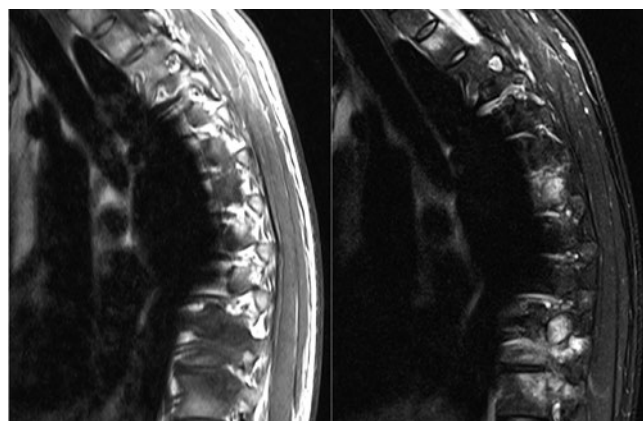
Активные задний неугловой спондилит, остейт дуг тел позвонков, воспаление дугоотросчатых суставов. МРТ грудного отдела позвоночника в сагиттальной проекции. В импульсной последовательности (ИП) T1 без подавления сигнала от жировой ткани (левое изображение) определяются участки гипоинтенсивного сигнала со стороны верхних и нижних задних углов некоторых грудных позвонков, дуг тел этих позвонков, что соответствует гиперинтенсивному сигналу в ИП T2 с подавлением сигнала от жировой ткани (STIR) (правое изображение). В ИП T2 STIR определяются участки гиперинтенсивного сигнала (практически соответствующему сигналу спинного мозга) со стороны верхних и нижних задних углов некоторых грудных позвонков (задний угловой активный спондилит), дуг тел этих позвонков, дугоотросчатых суставов (активный неугловой остейт дуг тел позвонков, воспаление дугоотросчатых суставов). Изображения получены в результате медицинской практики Е.Ю. Акулинушкиной, А.В. Ивановой.
